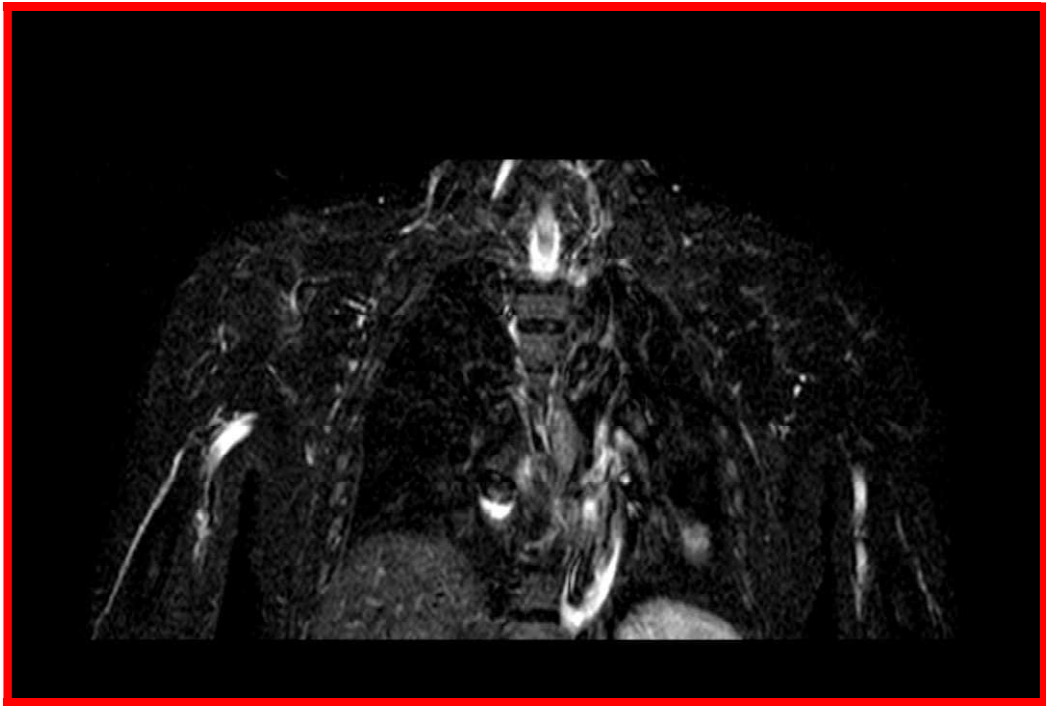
Immagine RM STIR acquisita sul piano coronale
